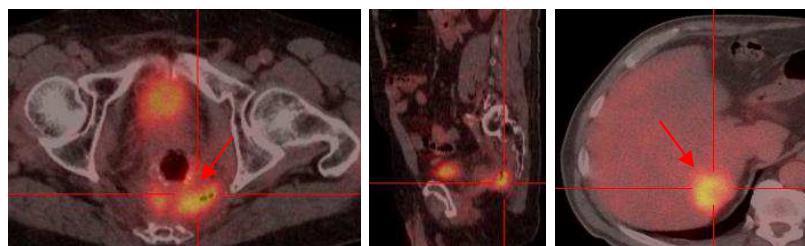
Valoración de sospecha de recidiva local y a distancia (hepática) con PET-TAC.
